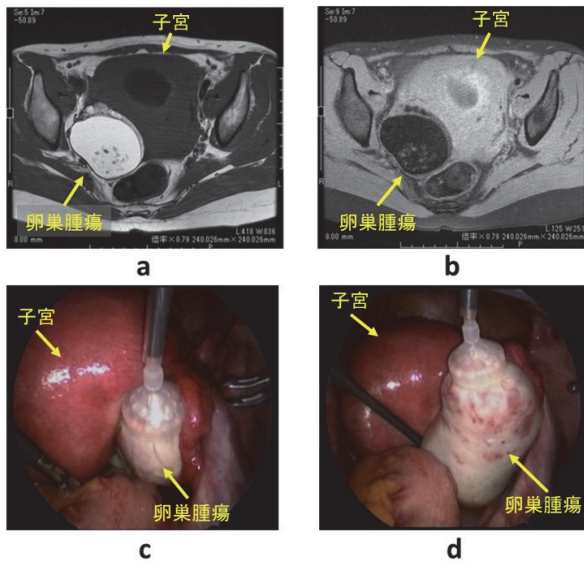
症例2の骨盤部単純MRI水平断T1強調画像 (a)、T1強調脂肪抑制画像 (b)、および術中所見 (c, d)
